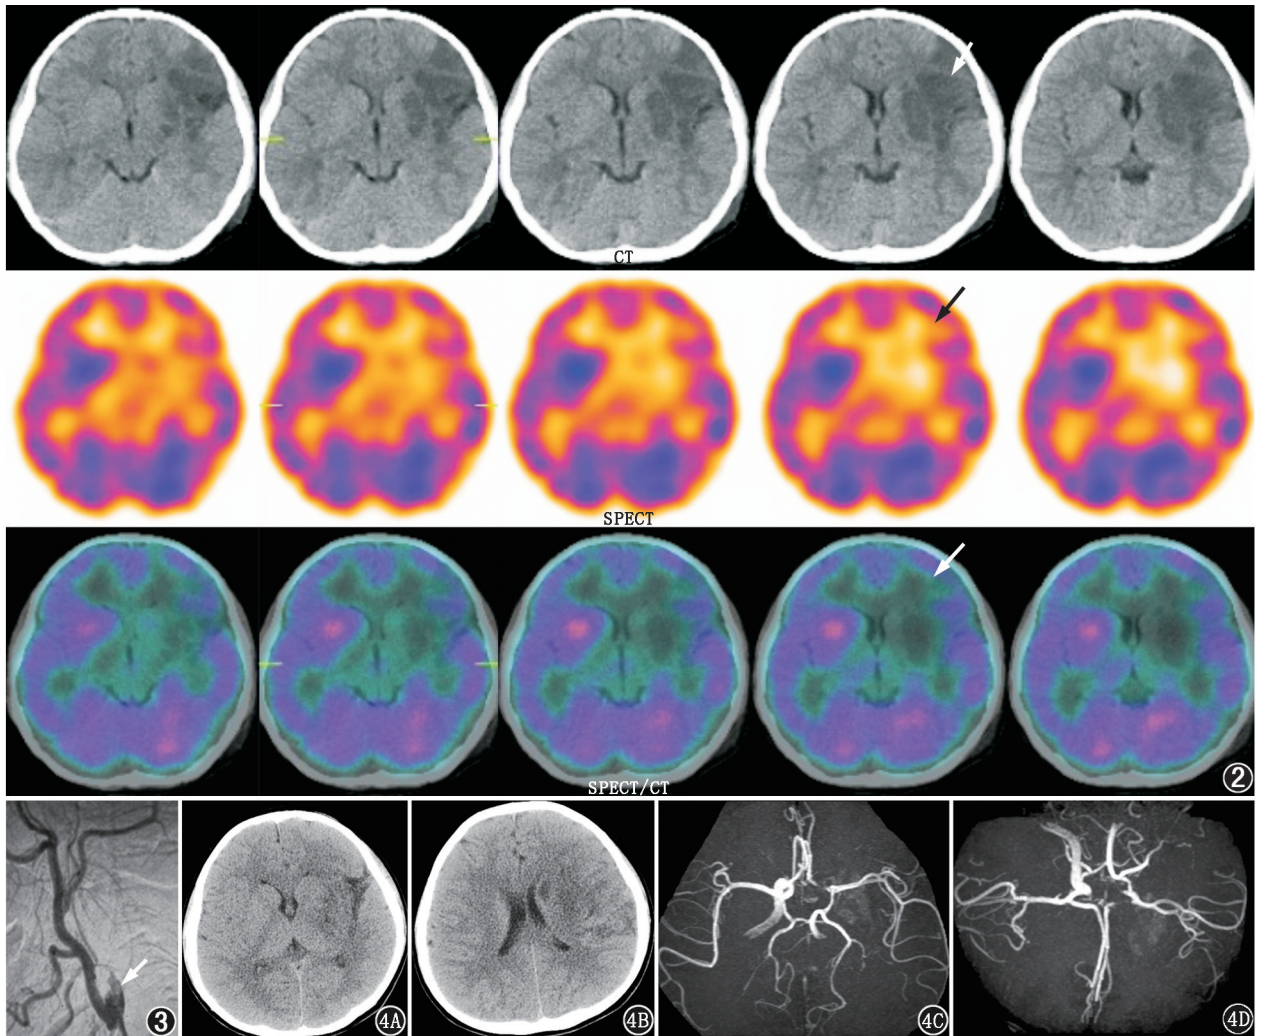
左侧颈动脉结扎术后颈动脉残端综合征患者(男,10岁)SPECT/CT脑灌注显像图。CT显示左侧额、颞、岛叶及基底节区片状低密度影,相应层面 SPECT 仅见左侧基底节区放射性分布稀疏、缺损(箭头示) 图 3 同一患者数字减影血管造影图。图示左侧颈内动脉起始处闭塞(箭头示) 图 4 同一患者治疗出院 1 周后影像学检查图。4A,4B.颅脑 CT 示原左侧额、颞大片边界模糊的稍低密度区有明显改善,仅左侧基底节区显示小斑片状低密度影;4C,4D.头部 CT 血管成像示左侧颈内动脉 C2~C7 段、左侧大脑前动脉 A1 段狭窄、闭塞,双侧大脑中动脉未见明显异常,双侧后交通动脉开通
